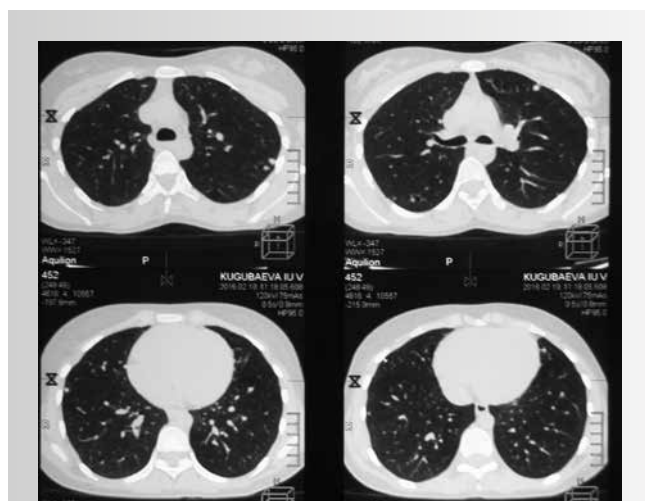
КТ легких пациентки К. через 3 года от начала терапии
